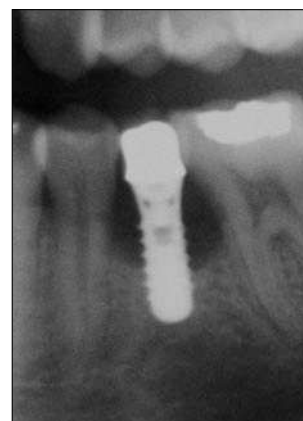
La pérdida ósea asociada es evidente en esta radiografía.
